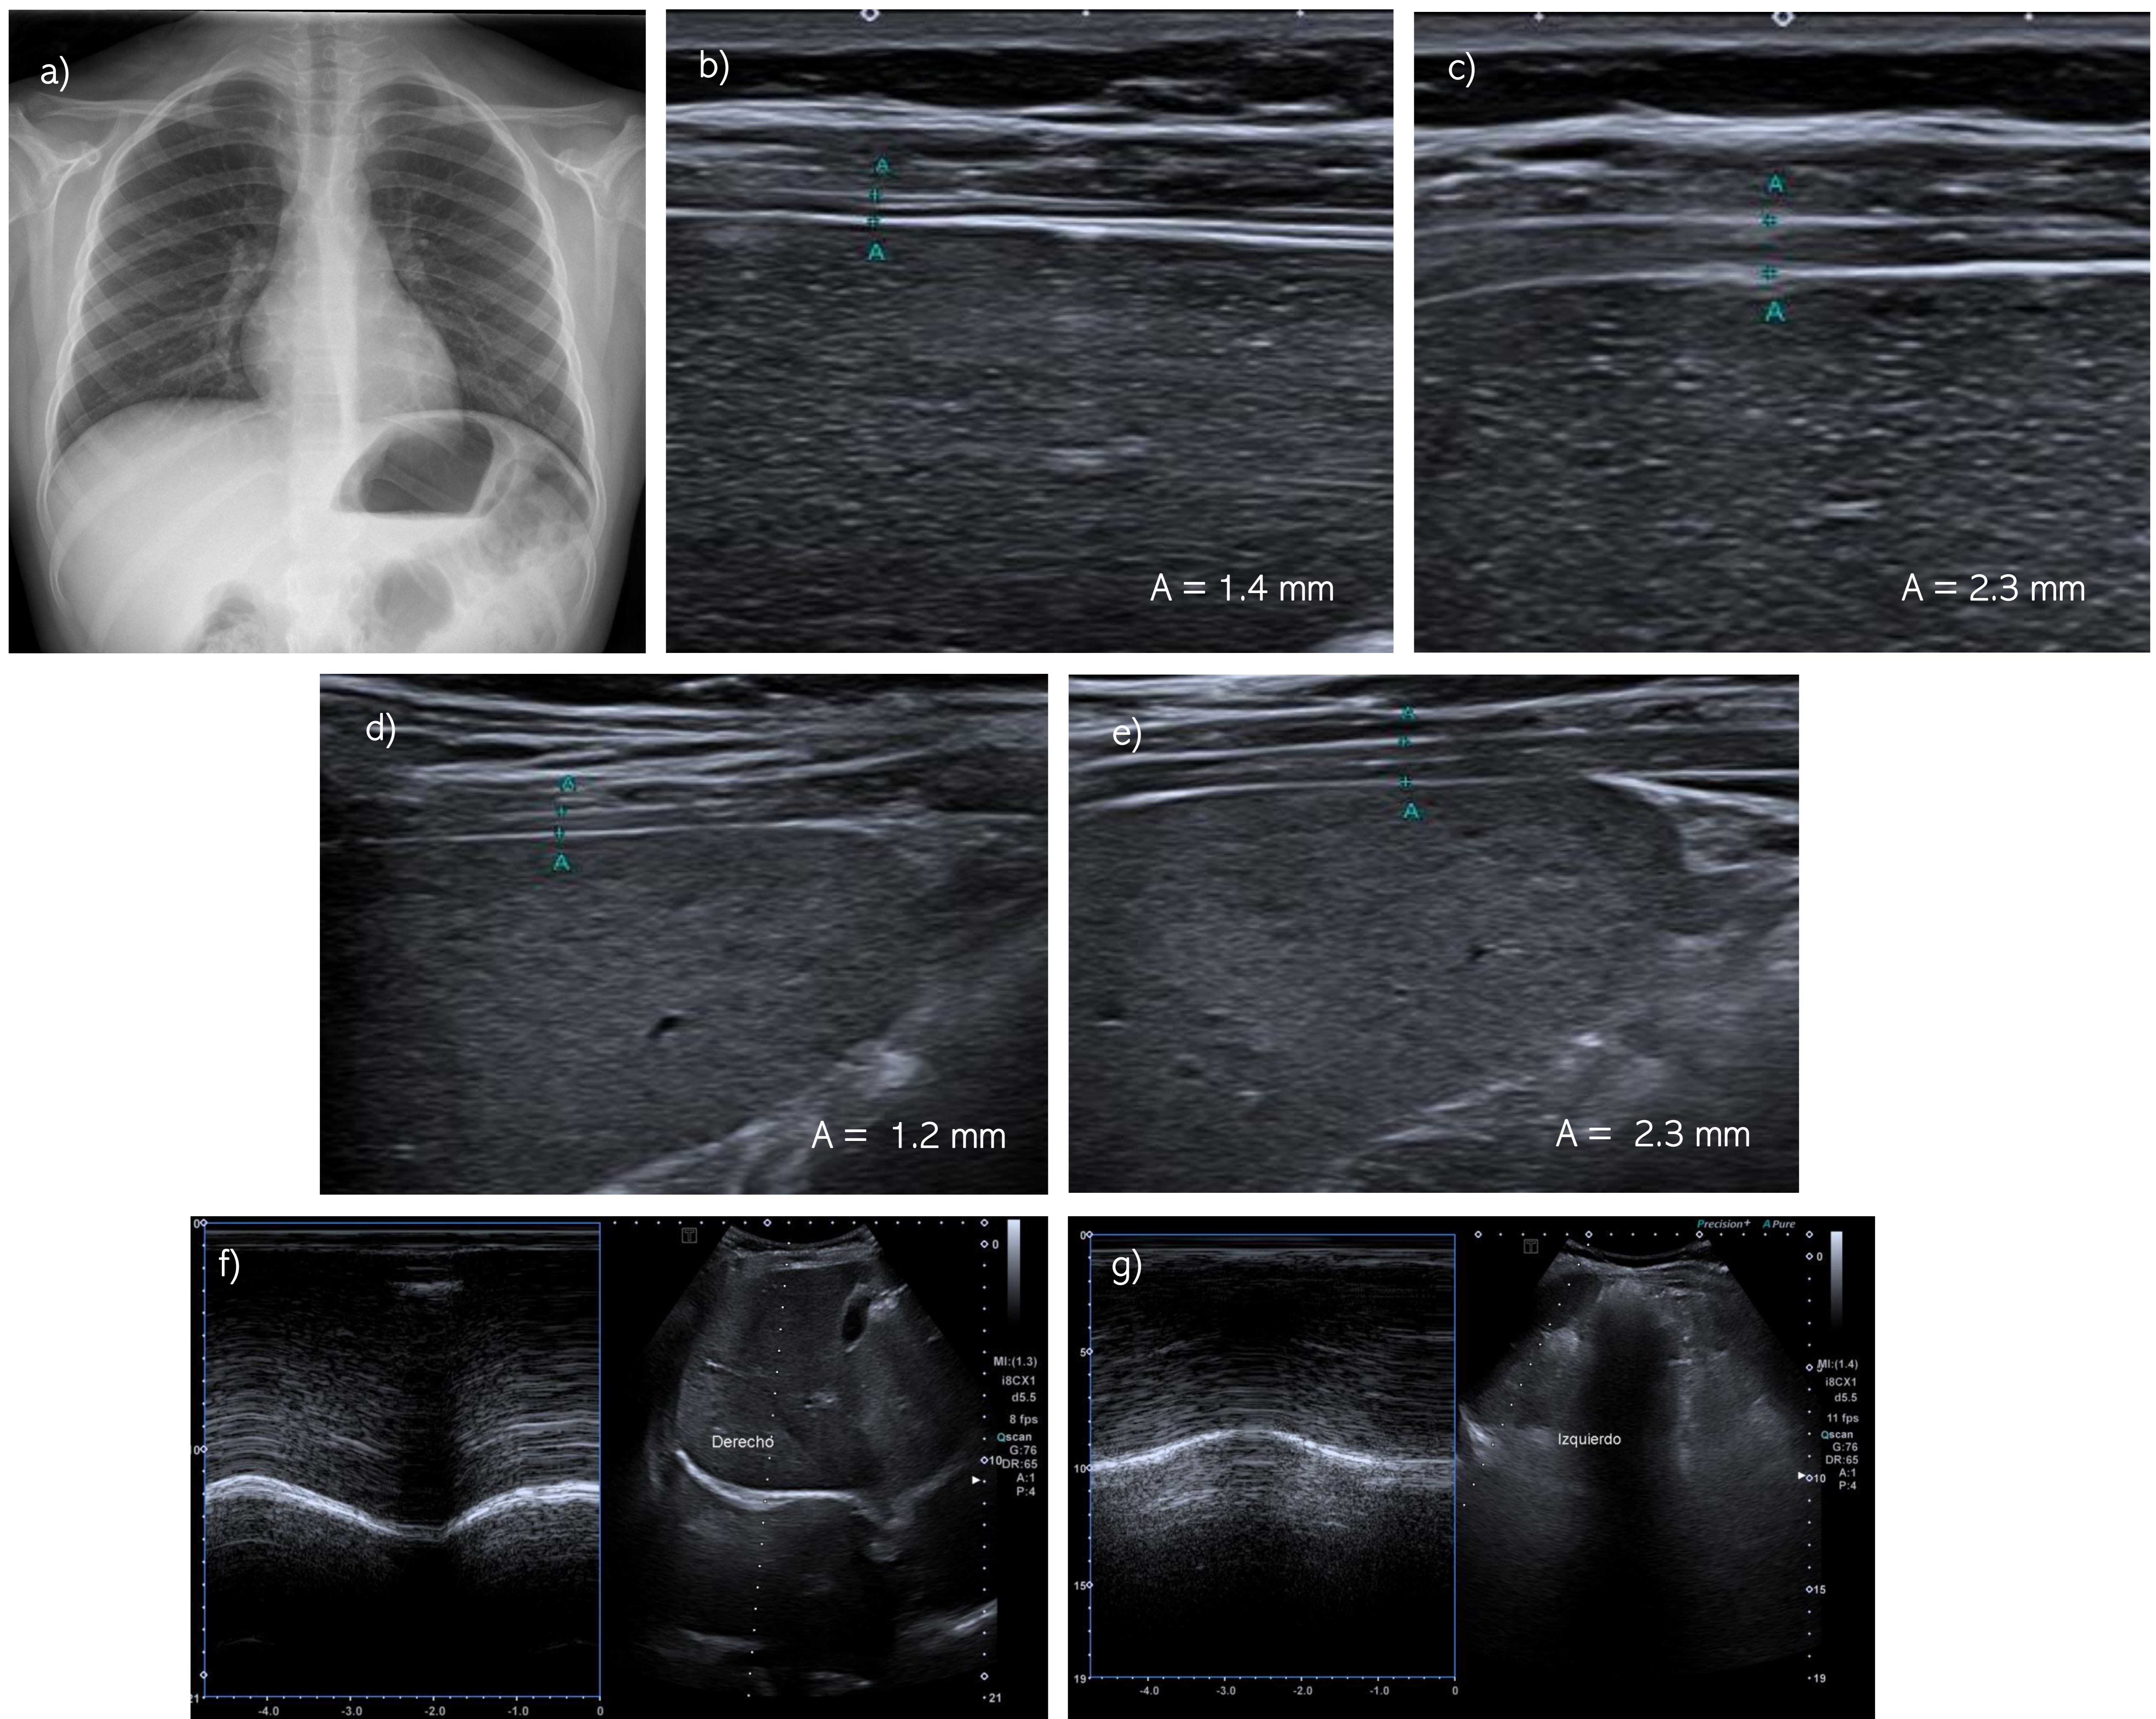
Paciente de 13 años que presentó disnea, tos y taquicardia después de la infección por COVID-19. La radiografía de tórax (a) fue normal.
